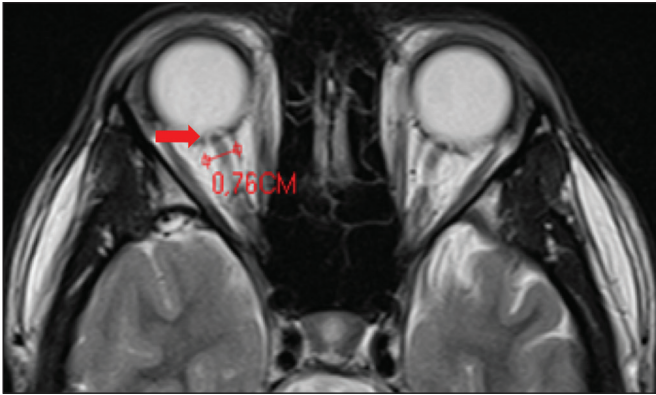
RM axial T2 demonstra aumento do diâmetro da bainha líquórica do nervo óptico (5 mm atrás da papila pode ser considerado o limite superior da normalidade). Nota-se, ainda, protrusão intraocular da cabeça do nervo óptico.
